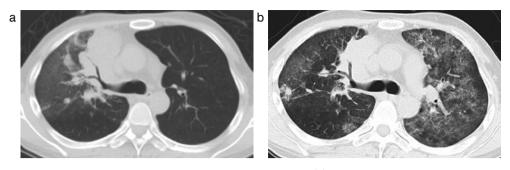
Chest CT scans at 14 days after initiation of crizotinib (a) and at 5 days after re-challenge with crizotinib (b).
